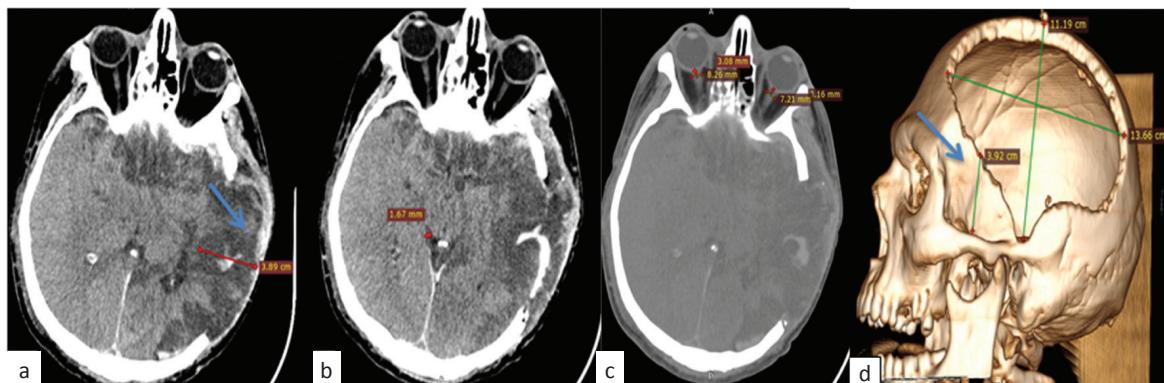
Послеоперационная КТ-картина: а) ишемия, пролапс и ущемление мозгового вещества в образованный костный дефект черепа (указан синей стрелкой); б) сохранение сдавления обводной цистерны; в) увеличение ДОЗН до 8,2 мм; д) реконструкция послеоперационного костного дефекта черепа, расчет костного мостика – 39 мм (указан синей стрелкой)
